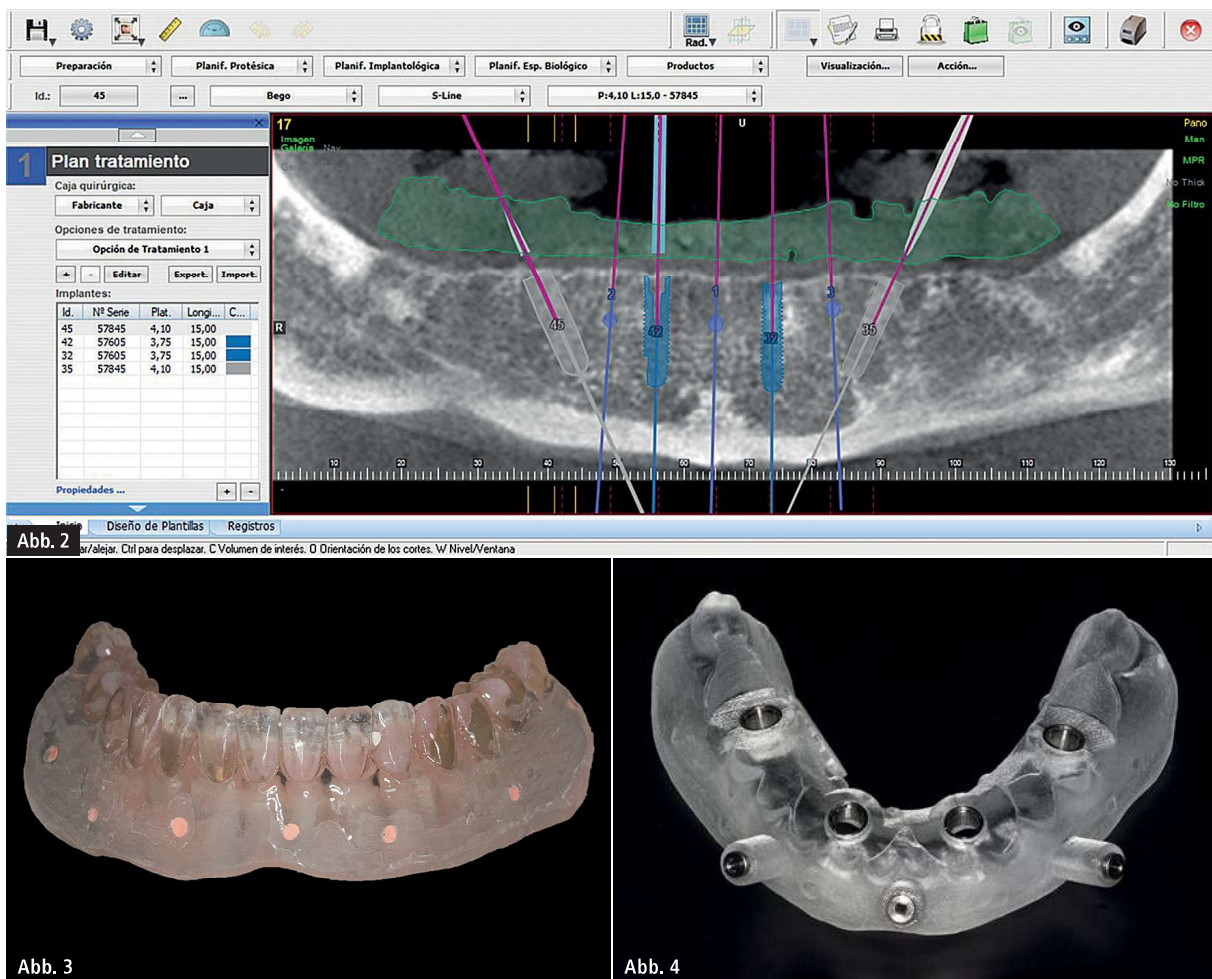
Softwaregestützte Planung der Implantatpositionen. – Abb. 3: Duplierte Prothese mit röntgenopaken Guttapercha zur Darstellung der Implantatpositionen. – Abb. 4: BEGO Guide mit metallringverstärkten Bohrlöchern und Befestigungsschrauben zur Fixierung am Alveolarfortsatz.
